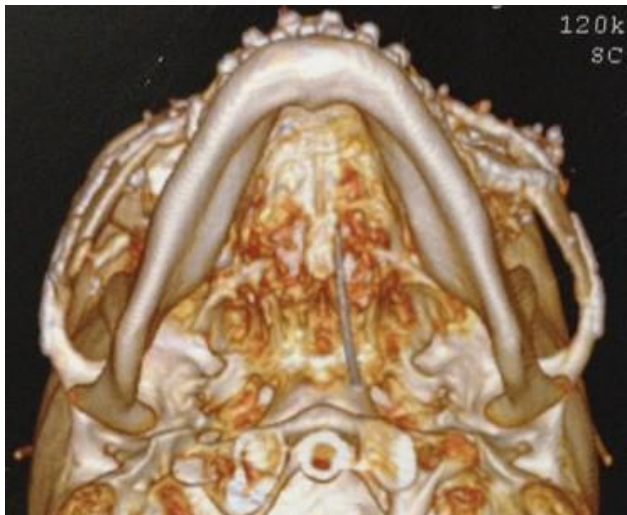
Tomografia 3D em vista axial, mostrando o recontorno das regiões zigomáticas e recuperação da projeção facial.
